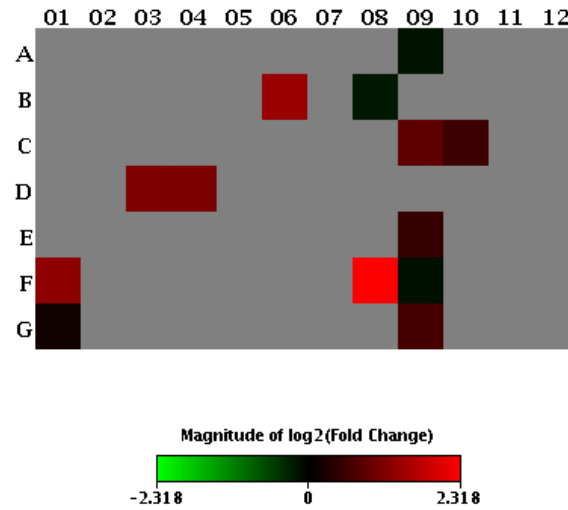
Mapa de calor da expressão gênica da cicatrização do GC+ *versus* GQ+, de CT de queratinócitos (n=10).
